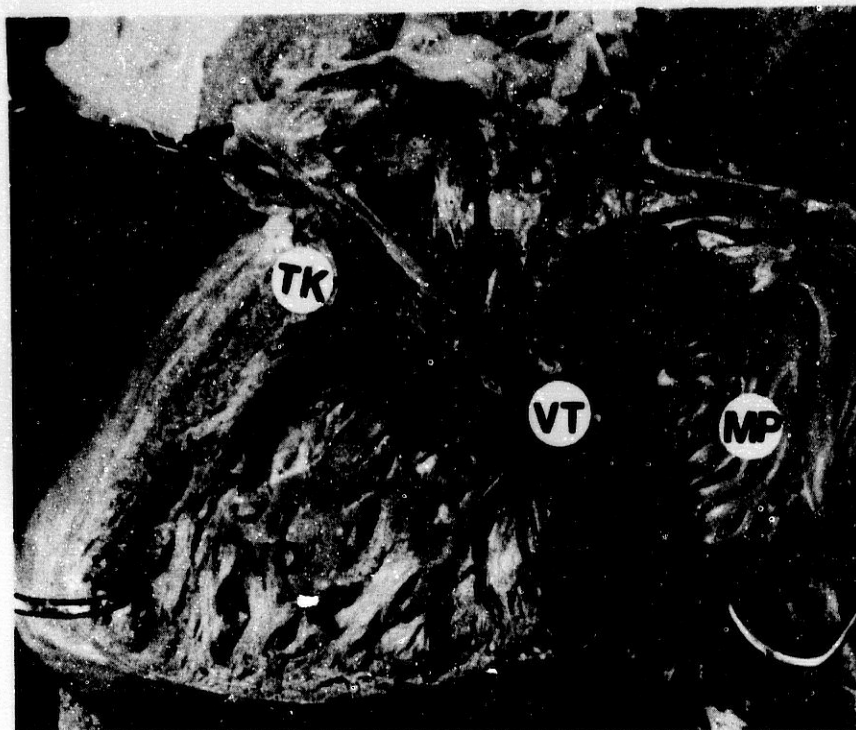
Fotografía que muestra las cámaras derechas de un corazón con transposición completa de las grandes arterias. Observe una comunicación interauricular (CIA) tipo malformación del orificio oval. El septum ventricular está íntegro. Abreviaturas: AD = Aurícula derecha. CT = Crista terminalis. TK = Triángulo de Koch. MP = Músculos pectíneos. VT = Válvula tricúspide. VD = Ventriculo derecho.
